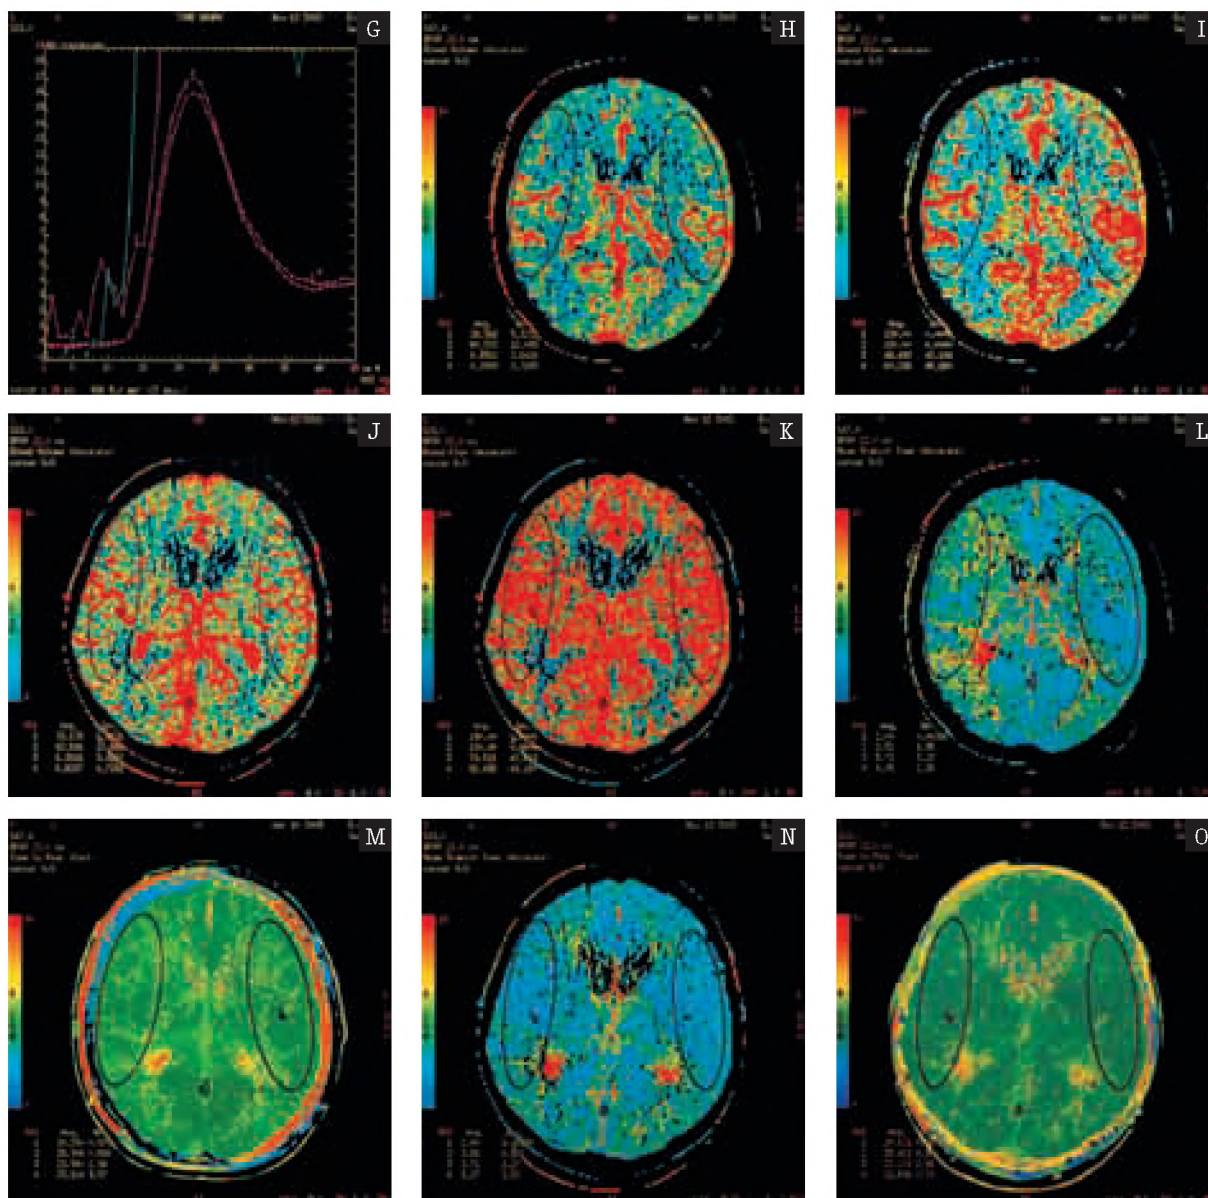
DSA performed in a patient with 90% stenosis in the proximal portion of the left internal carotid artery before (a) and after successful dilatation with a self-expanding carotid stent (b, c). Comparison of the concentration curves (e, f) and p-CT parametric maps (g–n) before and after the endovascular procedure, revealing hypoperfusion in left MCA supply territory and watershed zones as well as interhemispheric equalization of the perfusion parameters after recanalization; increase in rCBF (j), shortening of MTT (m), and equalization of TTP (n) on the left side.
